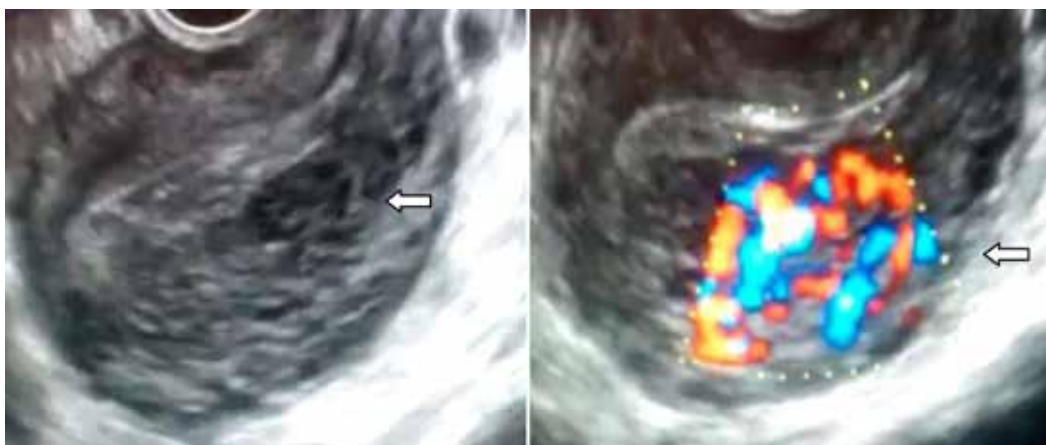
Ecografía transvaginal. Corte en el que se visualiza útero con línea endometrial fina y homogénea. En la cara posterior uterina, en zona miometrial, se visualiza un área de aspecto heterogéneo, con zonas econegativas en su interior de marcada vascularización correspondiente con la malformación arteriovenosa uterina (flecha).
